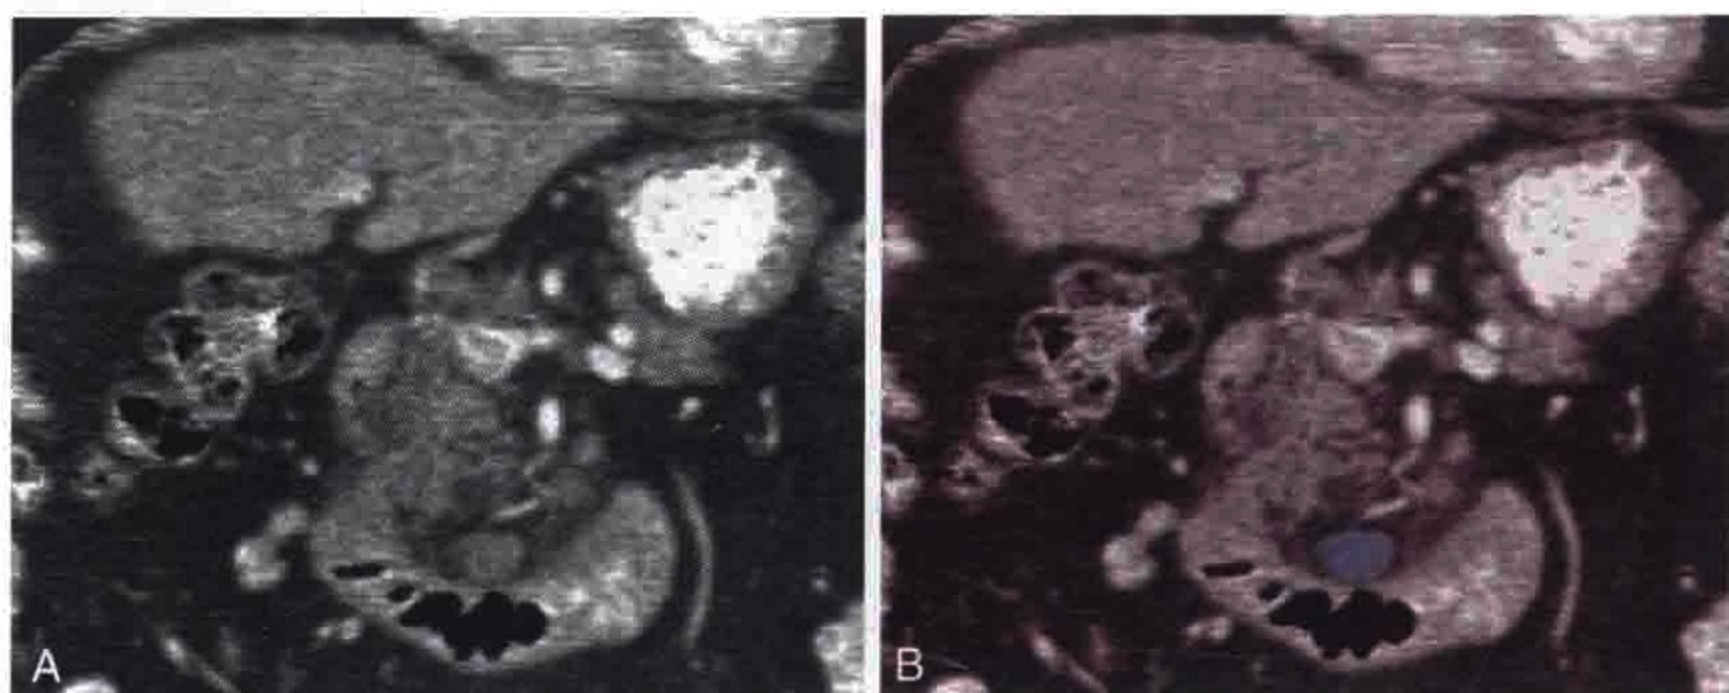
CT 冠状位重组图像显示原发性胰腺癌患者（病灶未显示）的肿大的胰十二指肠下淋巴结（蓝色）
